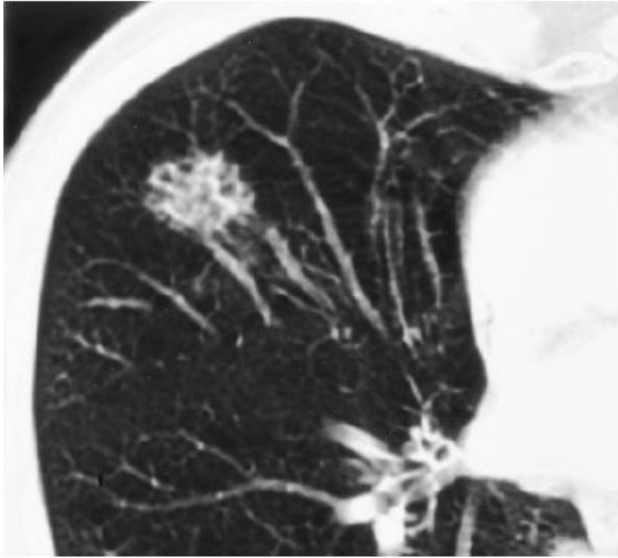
Carcinoma Bronquioalveolar; Hombre de 68 años con NPS mediante tomografía computada de tórax, localizado en el lóbulo pulmonar derecho que muestra la pobre definición de los bordes del nódulo en el lóbulo medio así como pequeñas áreas de baja atenuación en su interior que fue sugestivo de carcinoma bronquioalveolar.³
